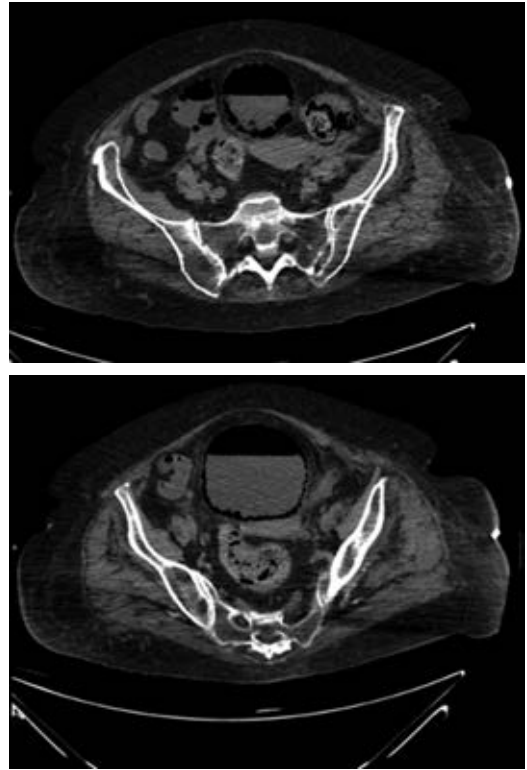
Imágenes de tomografía computarizada sin contraste, cortes axiales. Se visualiza una hipoatenuación de densidad, aire de localización parietal e intraluminal vesical correspondiente con hallazgos radiológicos compatibles con cistitis enfisematosa.
